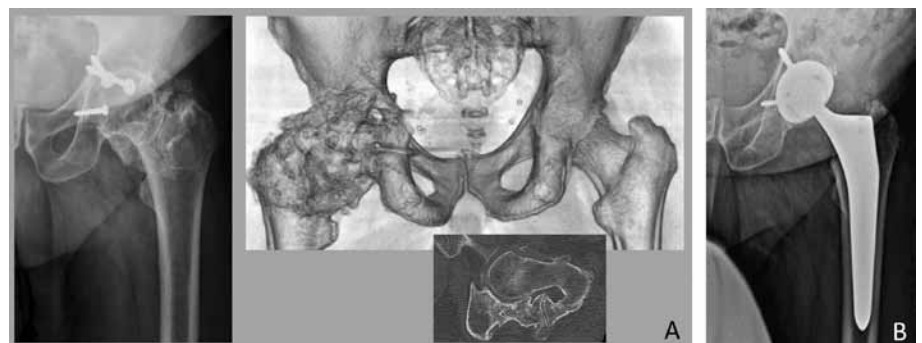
St.p. Beckenfraktur mit Ossifikation der Außenrotatoren mit Ankylose. 3D-Reko-CT von dorsal. Es wurden 2 Schrauben belassen und HTEP implantiert
